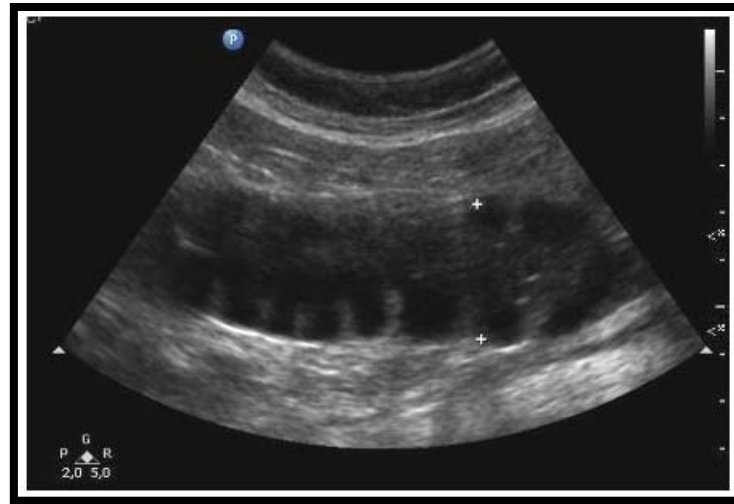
Occlusion intestinale à l'échographie, anse grêle distendue à 29mm à contenu liquidien (63).
